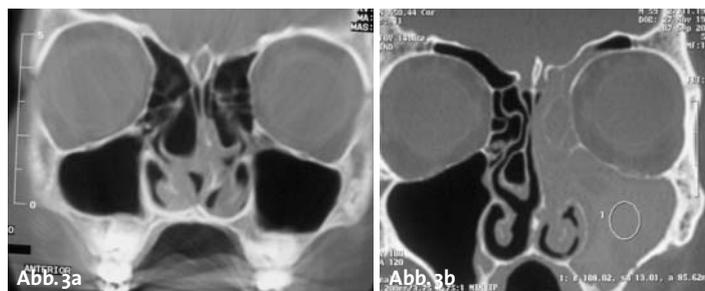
a und b: Vergleich zweier koronarer CT-Schnitte durch den vorderen Gesichtsschädel eines Kleinkindes (a) und eines Erwachsenen mit chronischer Rhinosinusitis links (b). a) Concha bullosa bds, Zahnanlagen bds, der Recessus alveolaris ist nicht ausgebildet, das Siebbein besitzt etwa die gleiche Höhle wie die Kieferhöhle, die Infundibula ethmoidalia sind eng und kurz.
